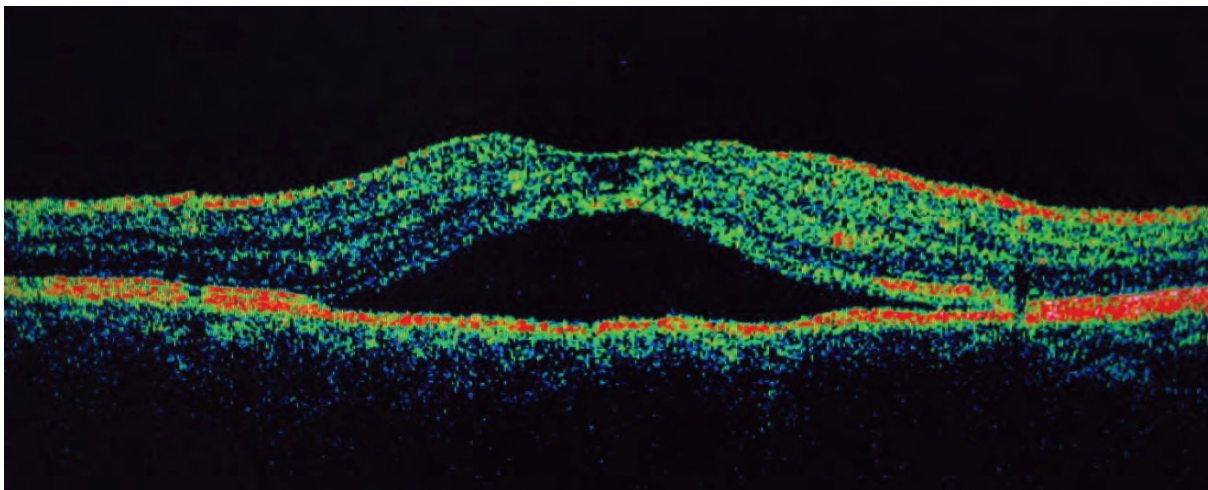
Томограмма макулярной области сетчатки больного с центральной серозной хориоретинопатией
